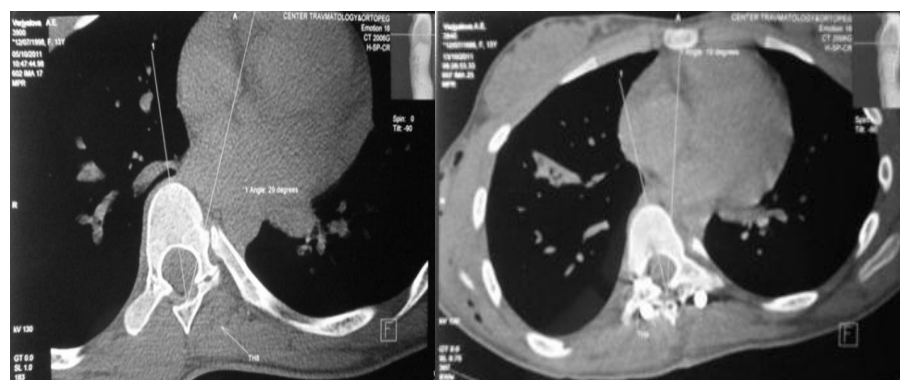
КТ пациентки В., 13 лет, с определением ротации вершинного позвонка до и после операции.
